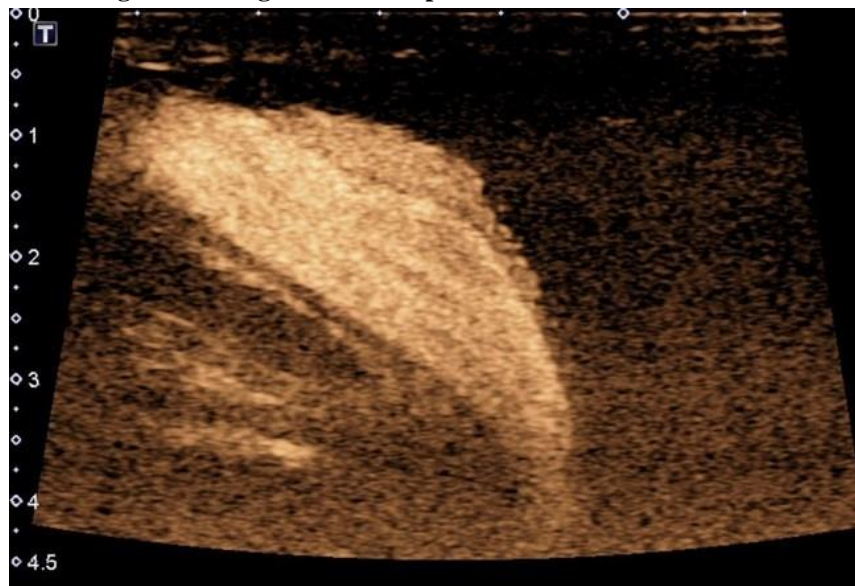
Uretrosonografía retrógrada en sistema dual
